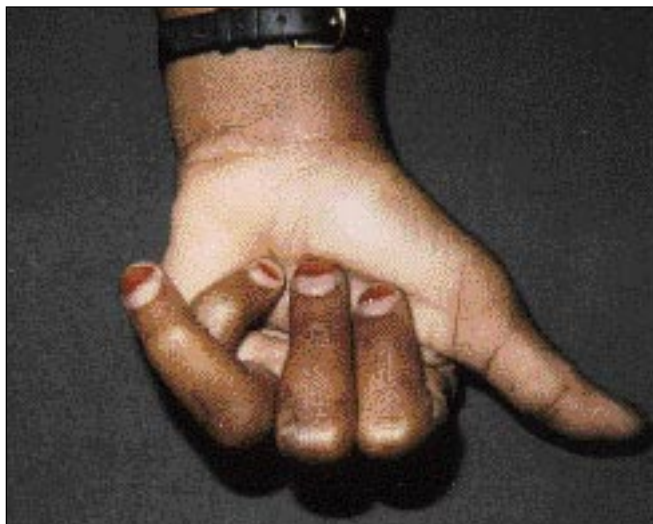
Röntgen visar en spiralfraktur i vänster ringfinger med »ringa felställning». En närmare granskning avslöjar dock en rotationsfelställning (se fallbeskrivning 2).
